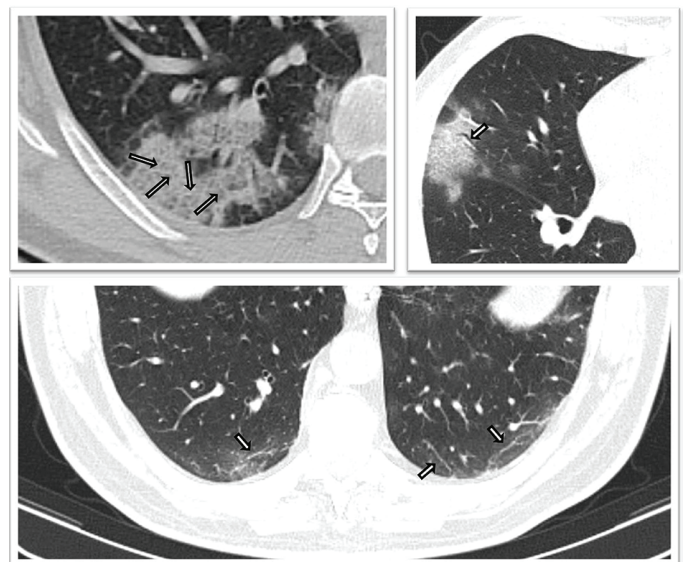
The left (above) axial CT image shows thickened intralobular septa like a web (arrows) superimposed on a background of ground-glass opacity constituting "crazy paving" pattern. On the right axial CT, the image shows another "crazy paving" pattern with an air bronchogram (arrow) in the right lung. The last axial CT image (below) demonstrates bilateral and subpleural linear lines (arrows)
